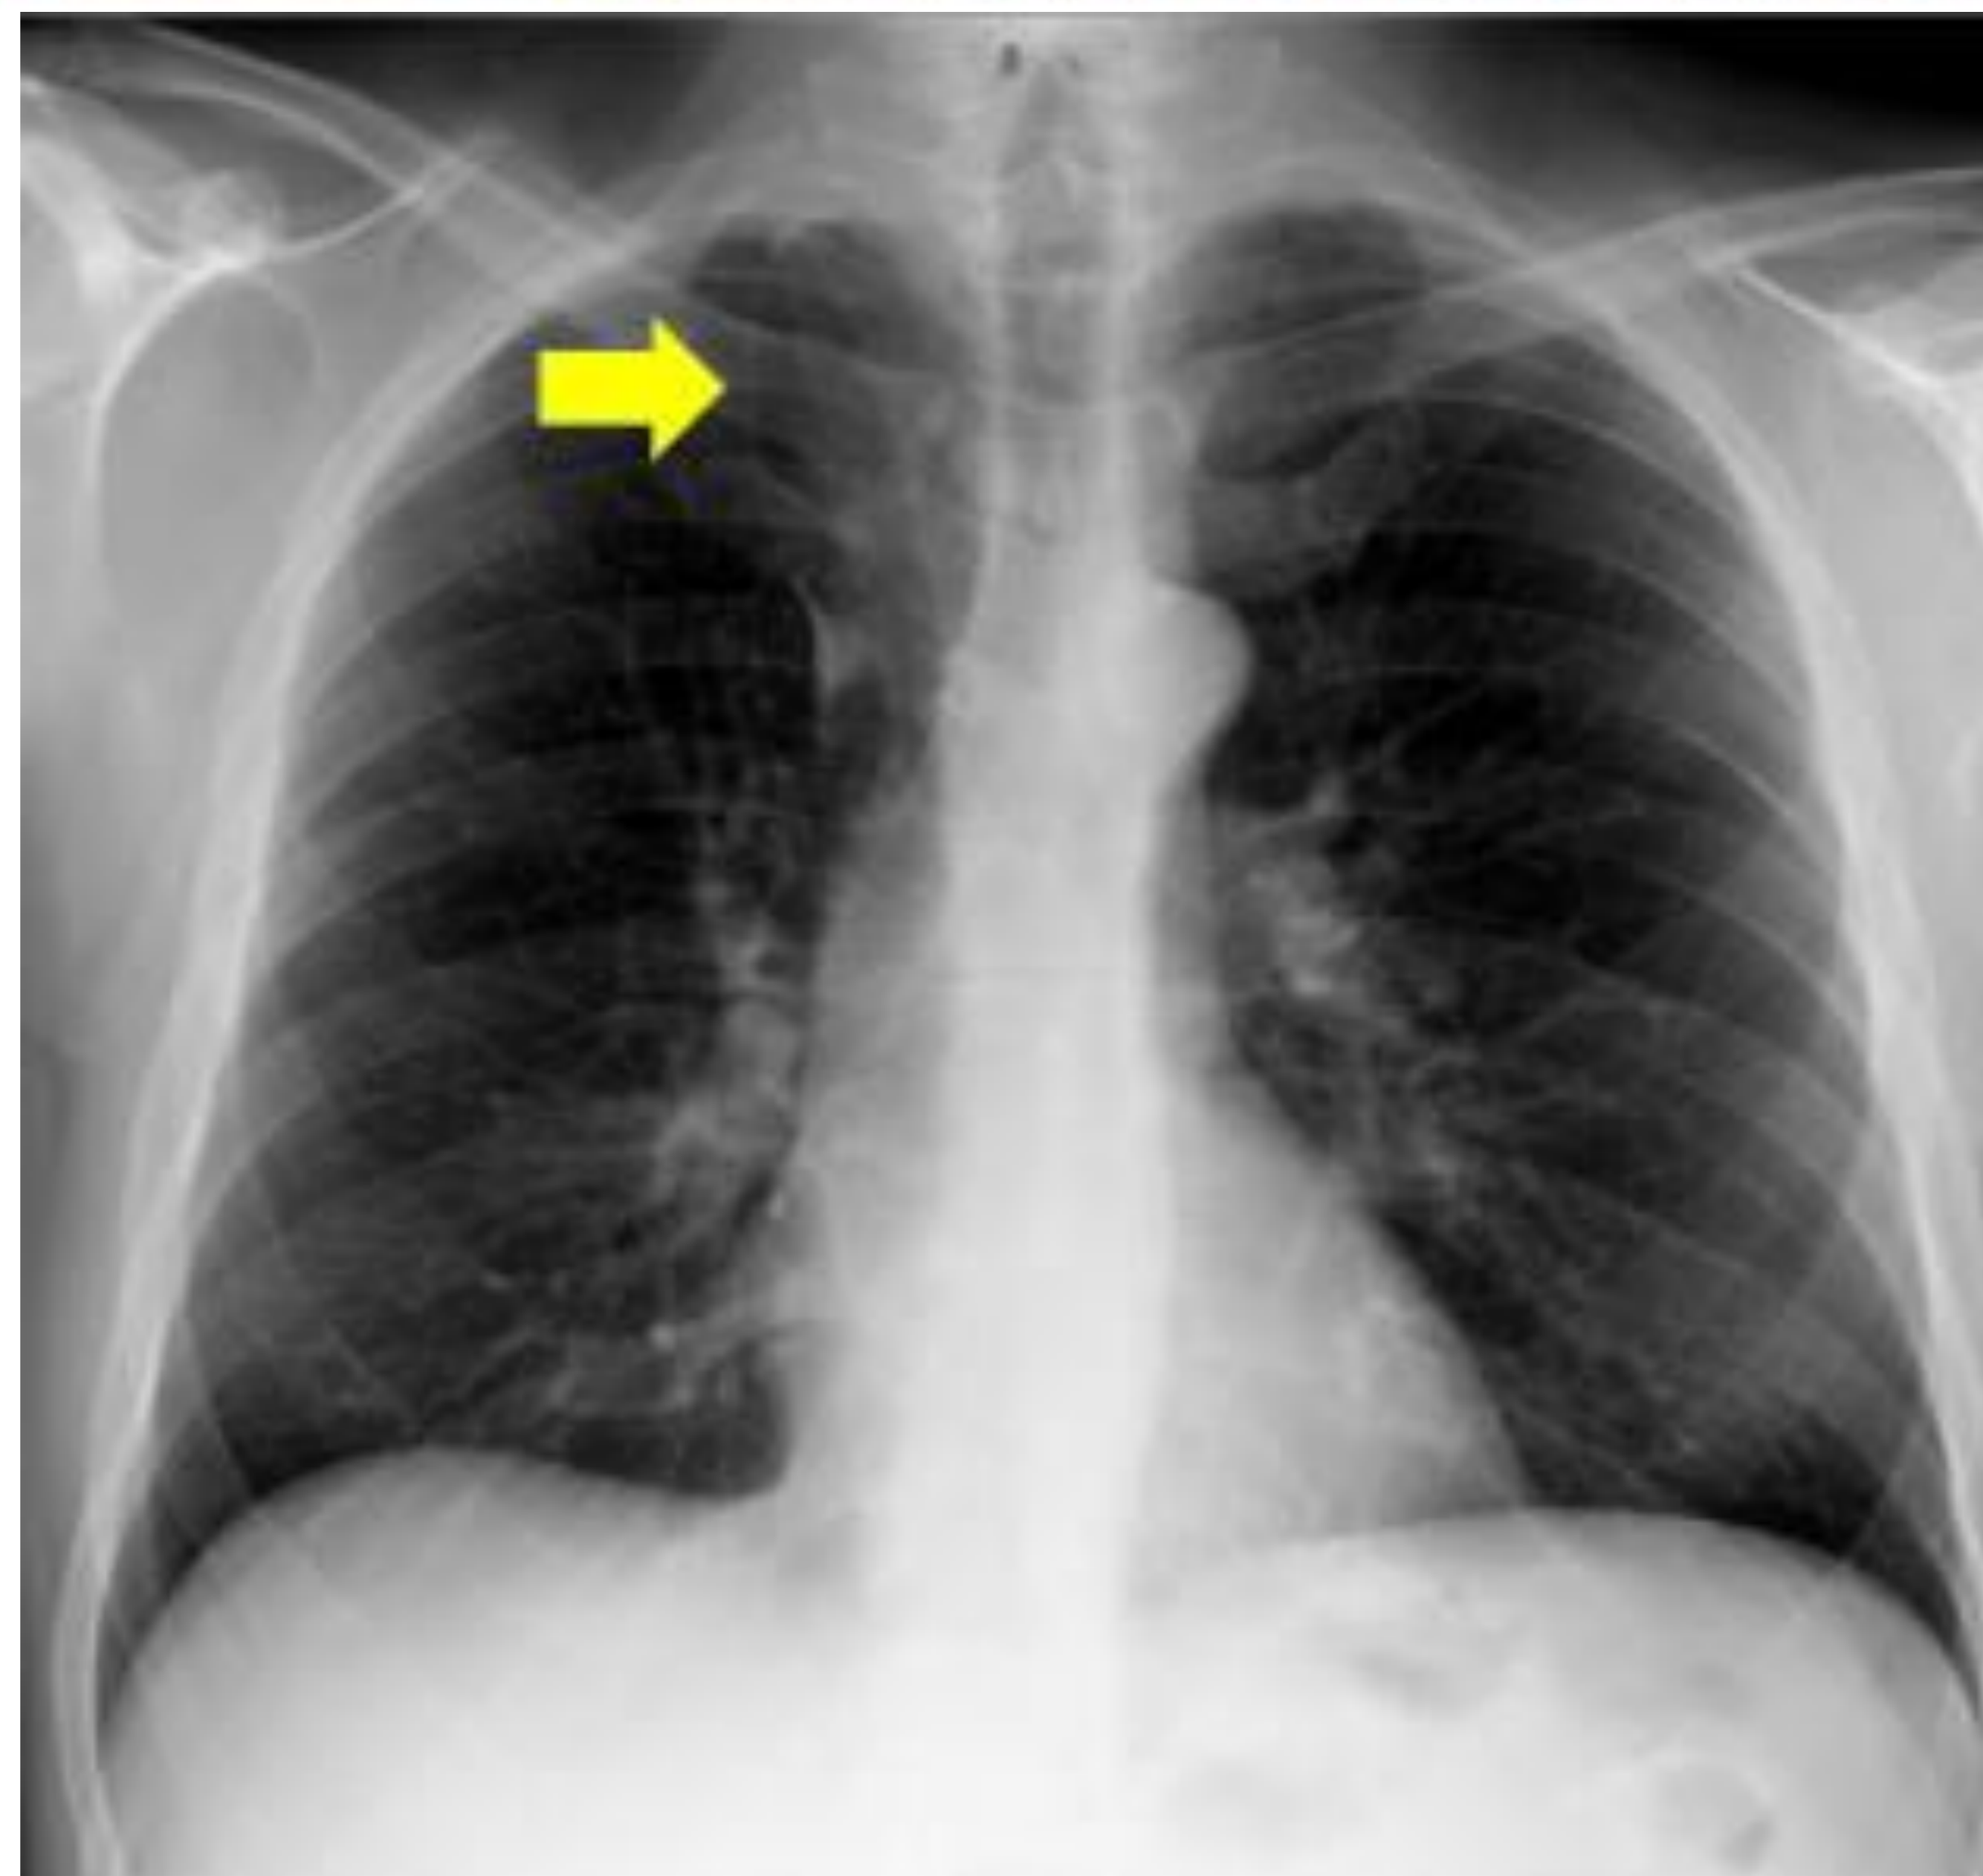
Radiografía de tórax. Lóbulo de la ácigos
